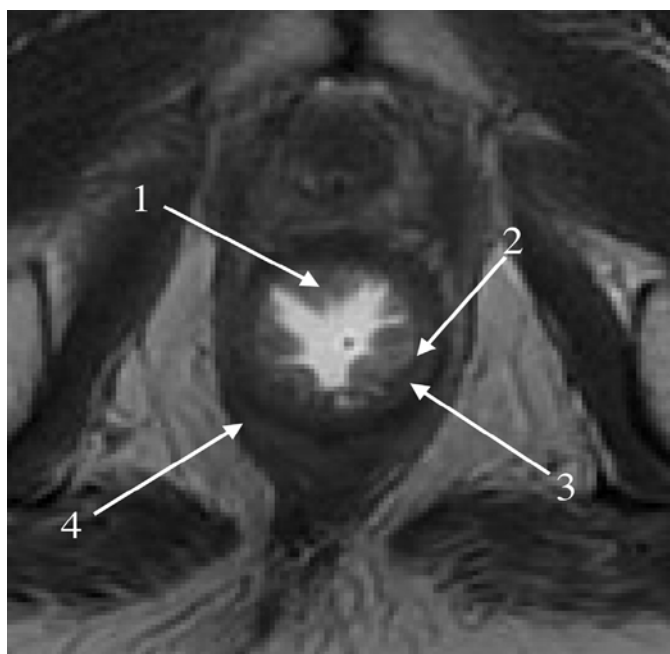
Repères anatomiques en IRM pelvienne en coupe axiale en pondération T2.(1).Muqueuse.(2). Sous-muqueuse. (3). Sphincter interne. (4). Sphincter externe [56].
